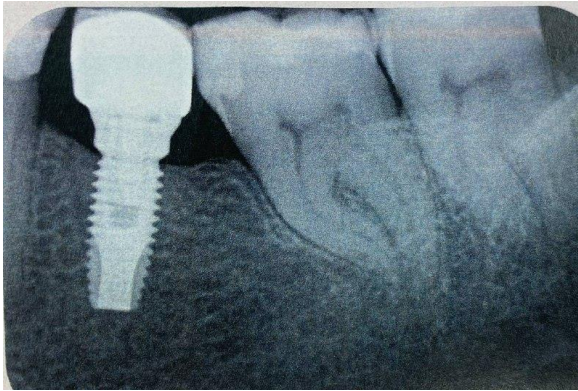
La radiografia periapicale preoperatoria mostra radici curve e sottili e un sistema endodontico parzialmente calcificato.
